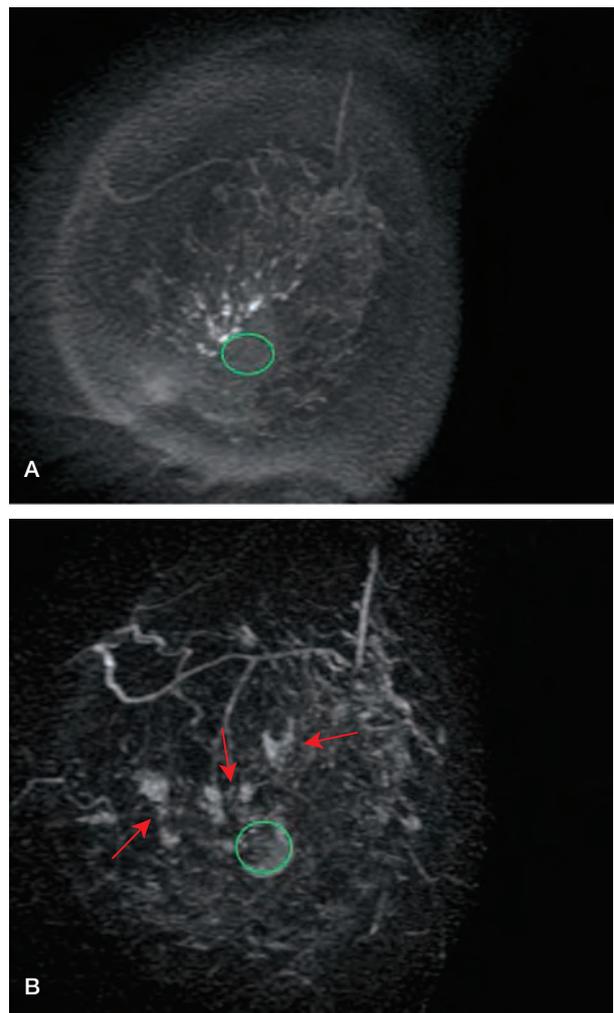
MRI A: 非造影T1強調画像冠状断MIP画像 B: ダイナミックMRI早期相サブトラクションMIP画像
